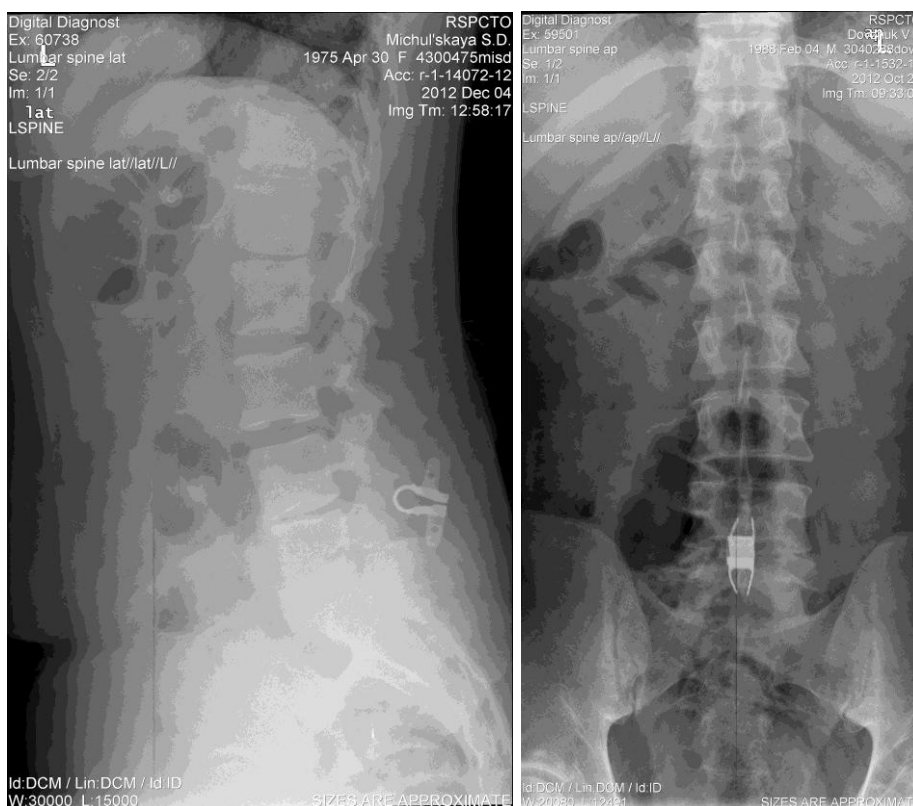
Рентгенография пояснично-крестцового отдела позвоночника через 1,5 мес. от момента операции
